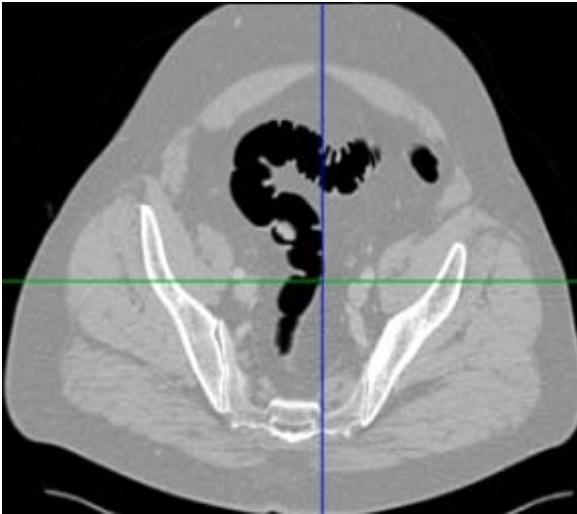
Axiale computertomographische Darstellung eines Polypen
